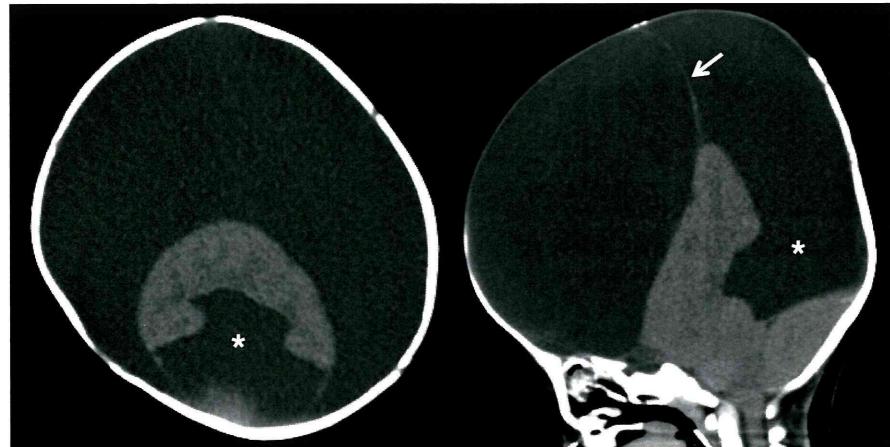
Plain CT axial (left) and sagittal (right) views. arrow: septum, * : dorsal sac
